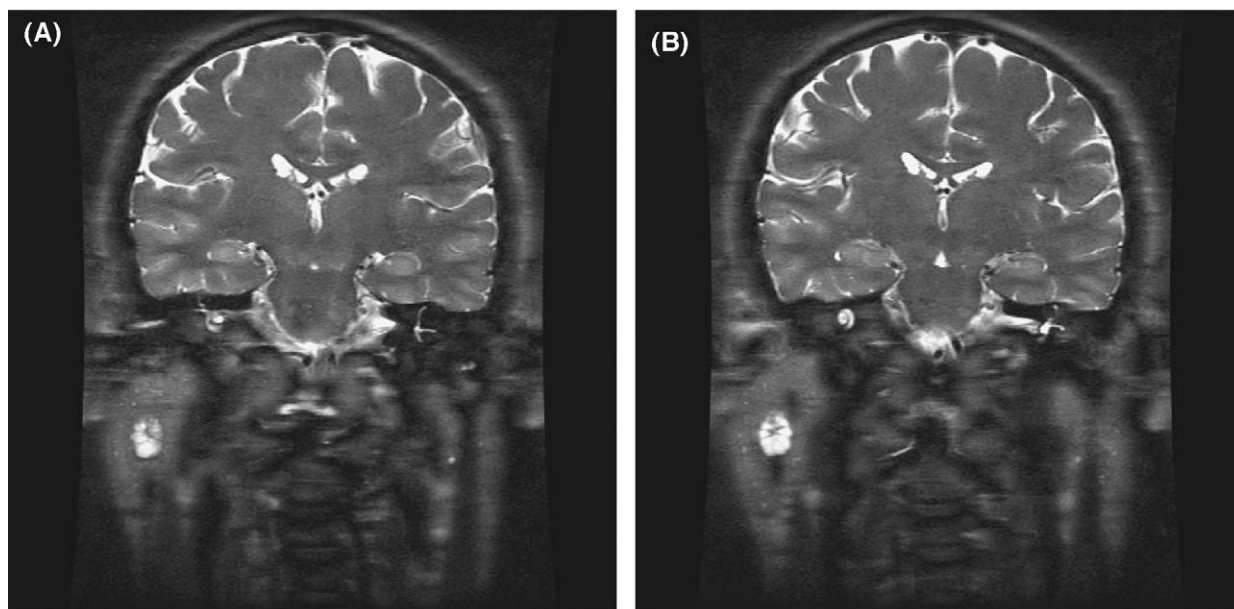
Resonancia magnética potenciada en T2 que muestra en los cortes coronales glándulas parótidas aumentadas de tamaño con pequeñas imágenes milimétricas hiperintensas que pueden corresponder a pequeños quistes o acinos y una más prominente de aspecto lobulado en glándula parótida derecha de 1,3 cm.
